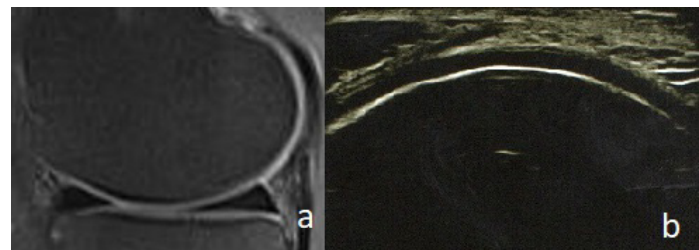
Sagittal, fat suppressed, proton density weighted knee MRI (a) and longitudinal US (b) images of a 20 years old male patient displaying normal cartilage findings. Note that the signal character, contour regularity and the thickness of condylar cartilage are protected in both images.
